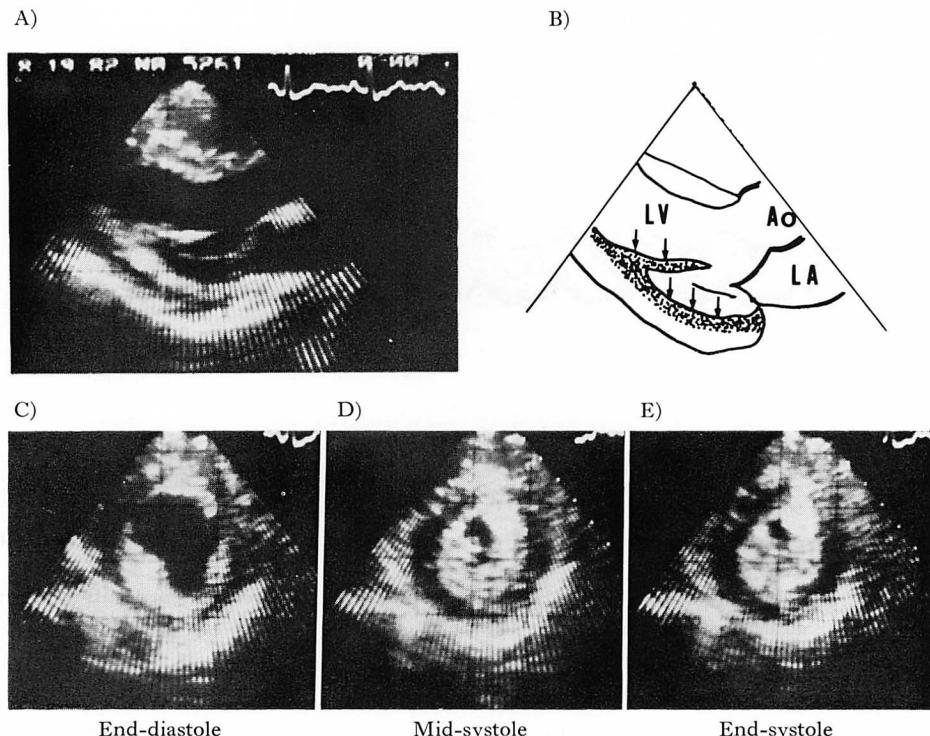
Representative two-dimensional echocardiograms recorded from a 29-year-old woman with systemic lupus erythematosus in the active phase.
